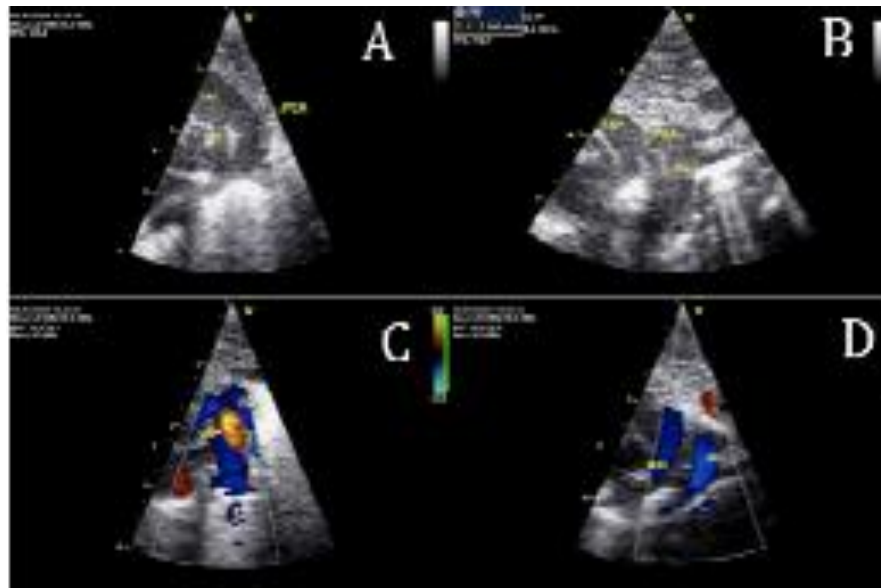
3. Imágenes ecocardiográficas en diferentes ejes ultrasonográficas en presencia de una PCA. Plano supraesternal ecocardiográfico. A. PCA amplio por ECO2D; B. PCA mediano 1.6mm por ECO2D; C. PCA amplio por doppler color. D. PCA cerrado.
